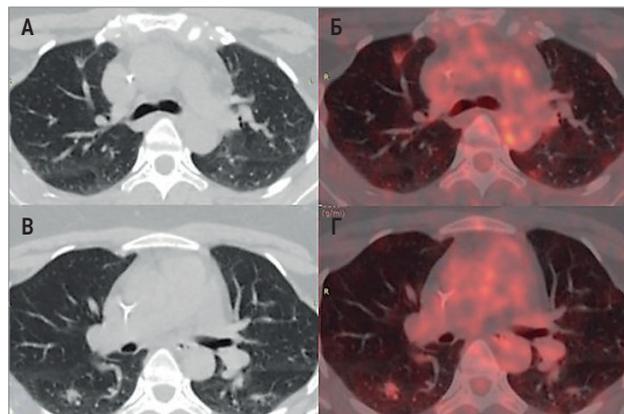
Единичные метастазы колоректального рака в правое легкое: А, В – компьютерная томография; Б, Г – позитронно-эмиссионная томография с компьютерной томографией
